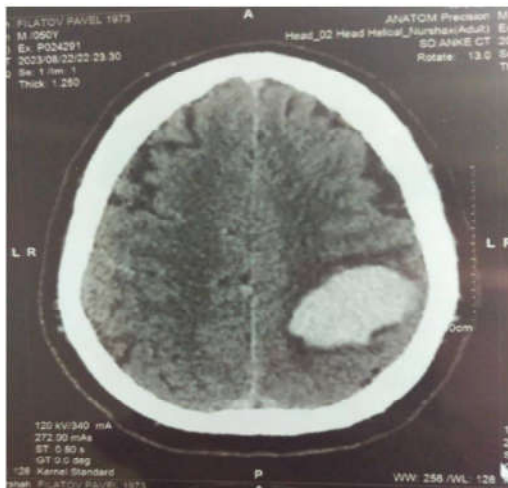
№1 МРТ снимки пациента с постинсультной эпилепсией с локализацией очага в правом полушарии теменно-затылочной области.
